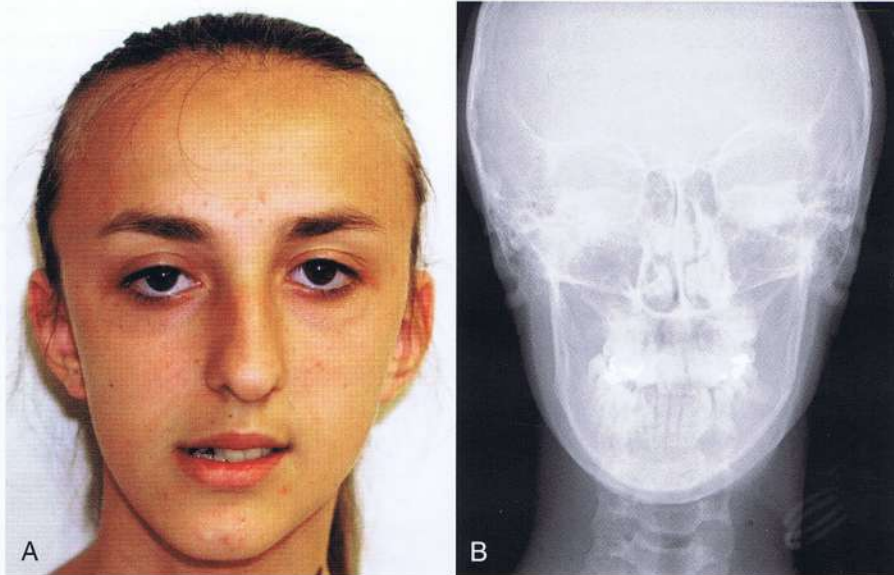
Asimetría mandibular significativa evidenciada (A) en el examen clínico con el paciente en oclusión céntrica y (B) en la radiografía cefálica posteroanterior en la oclusión céntrica.
